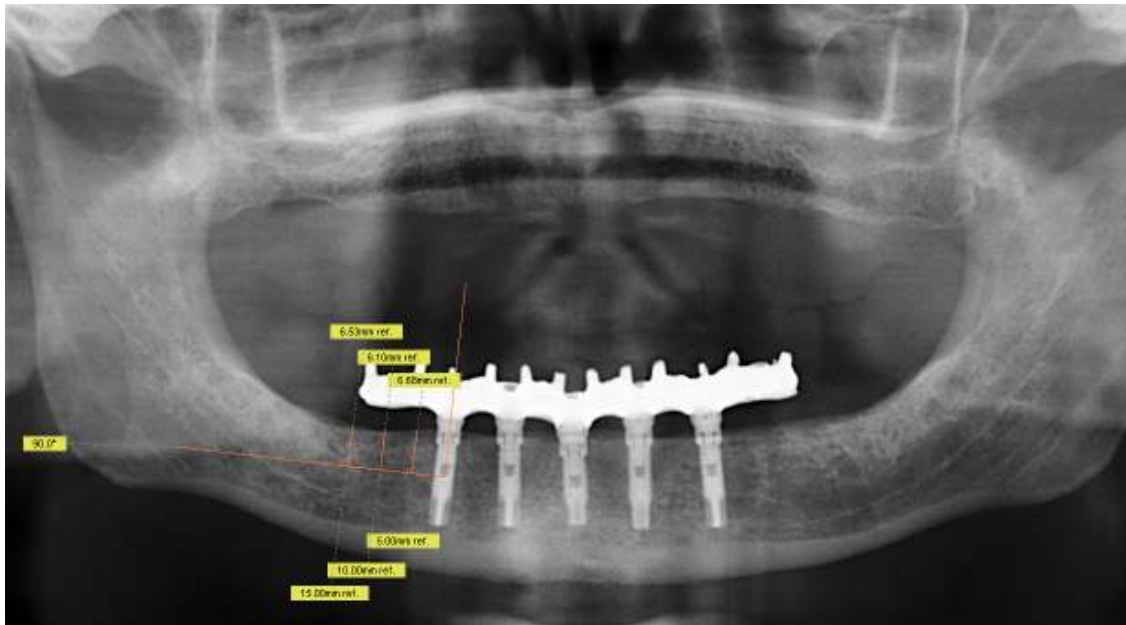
Resultado final das medidas lineares realizadas na radiografia panorâmica, para o implante 1 grupo I, em T0.
